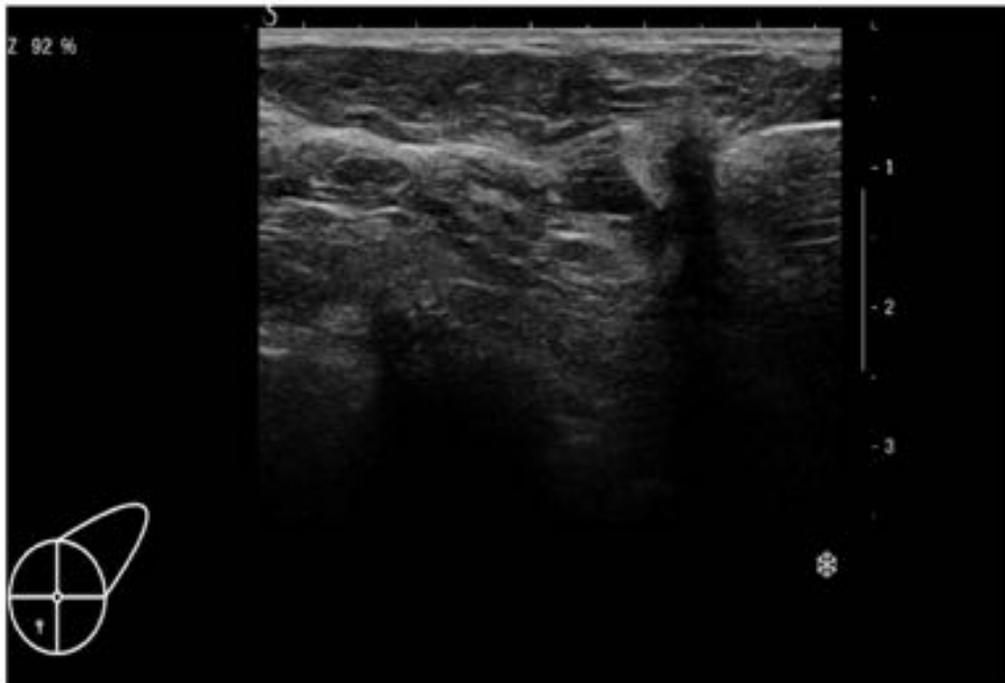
Ecografía donde los hallazgos se correlacionan bien con las lesiones bilaterales vistas en la mamografía con tomosíntesis. Cáncer de mama sincrónico.
